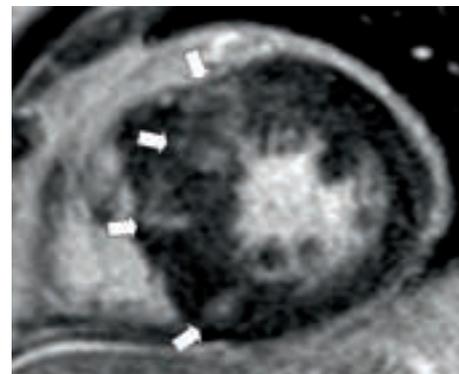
Herz-MRT mit „late-enhancement-Messungen“. – Patient mit einer hypertrophen Kardiomyopathie und fleckig-streifiger Kontrastmittelaufnahme im hypertrophierten Herzmuskel (weiße Blockpfeile), insbesondere an den Anheftungsstellen des rechten Ventrikels.
